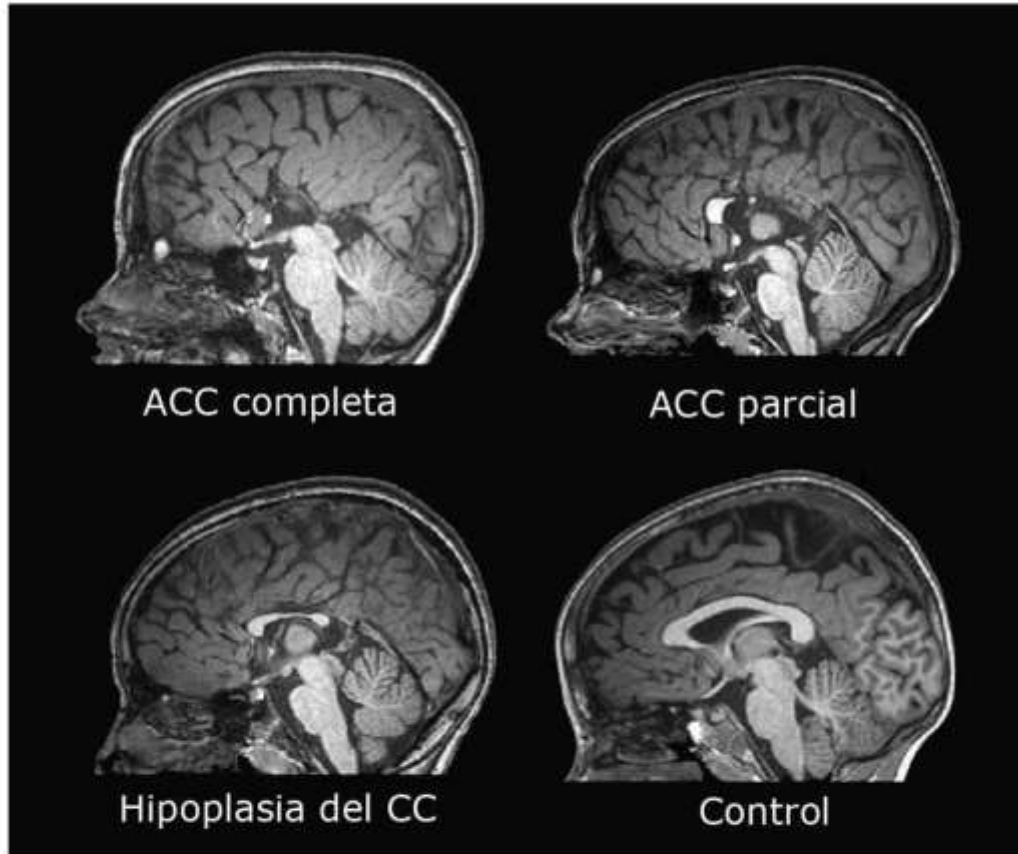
Tipos de disgenesia del cuerpo calloso. Se presentan 4 imágenes de RM en ponderadas en T1 desde una vista sagital al nivel del plano interhemisférico, en donde se aprecian los diversos tipos de disgenesia del cuerpo calloso. Adaptado de Bénézit et al., 2015
